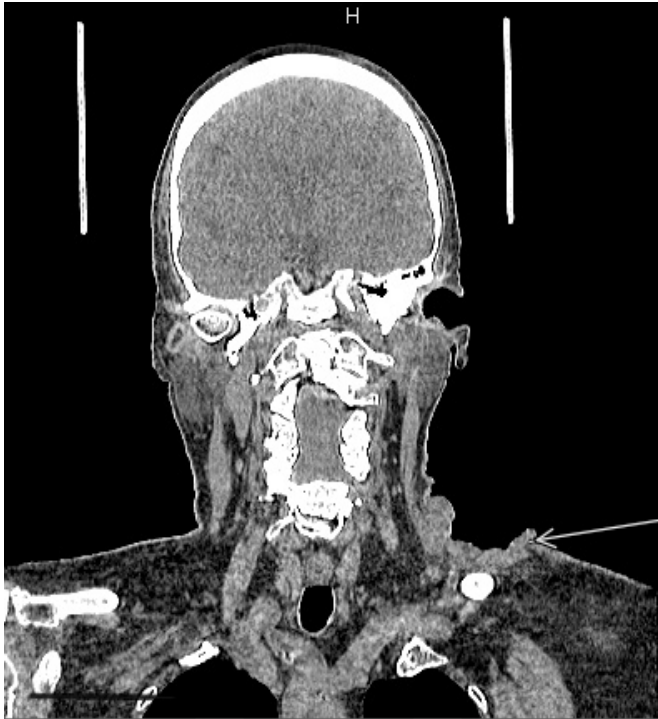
КТ картина инфильтративно-язвенного образования мягких тканях левой надключичной области слева с переходом на нижнюю боковую поверхность, активно гетерогенно накапливающее контрастный препарат, с четкими неровными изрытыми контурами, размерами 80x79мм.
